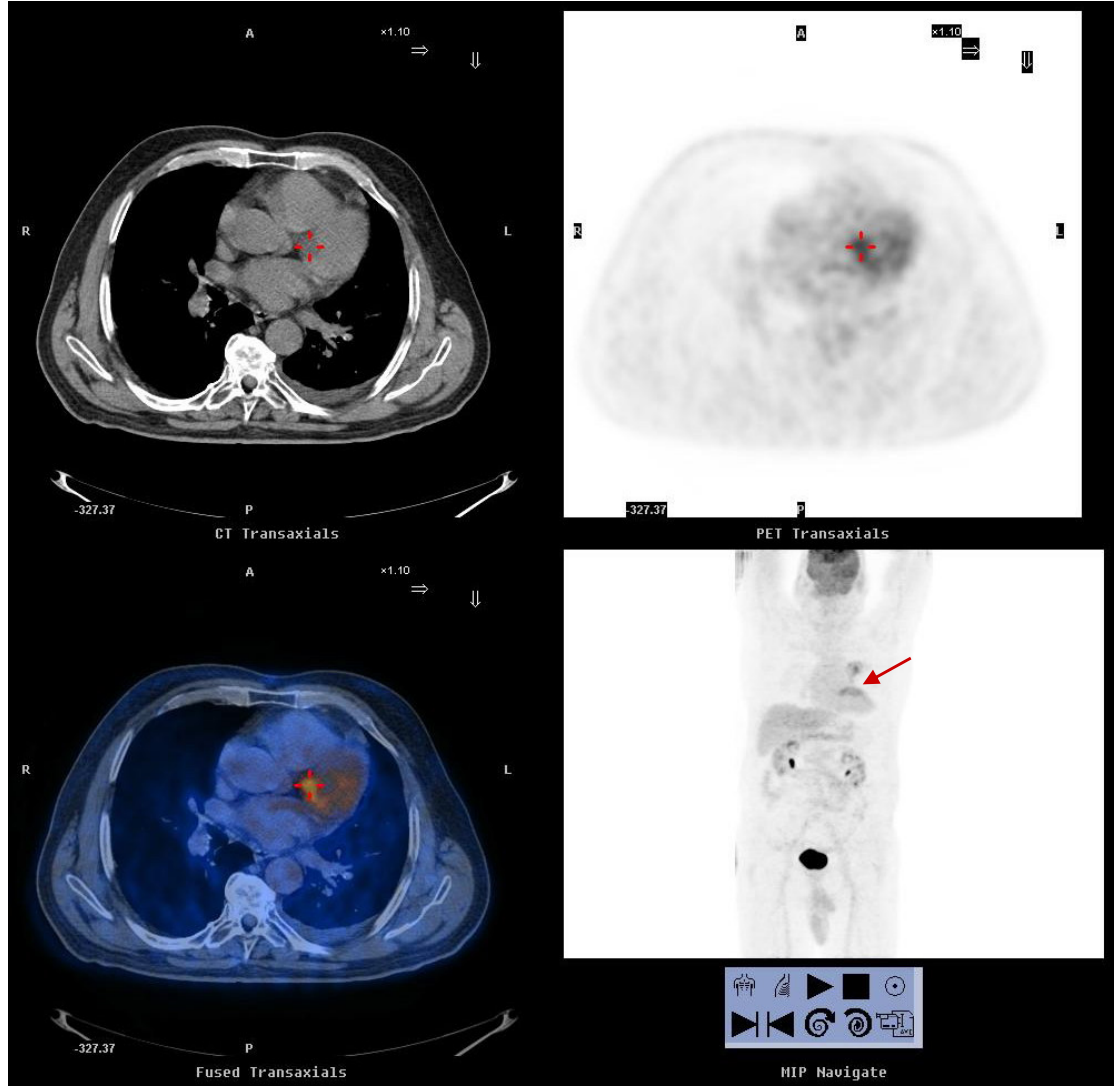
^{18}F -FDG PET/BT Görüntülerinde, Sol Ventrikül Bazalinde Halkasal Tarzda Yoğun Hipermetabolizma ve Perikardiyal Efüzyon (Hasta 2)
